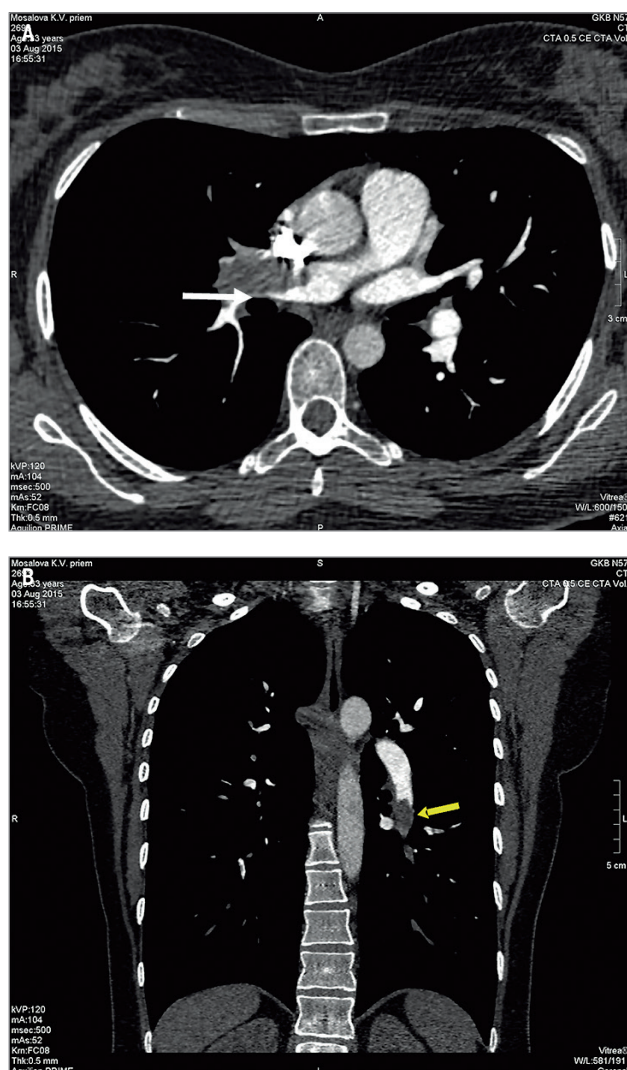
Тромбоэмболия легочной артерии при компьютерной томографической ангиографии: А – тромбоз в правой легочной артерии в виде дефекта наполнения в просвете сосуда, с четким неровным контуром, мягкой тканной плотности (30–50 HU); Б – дефект наполнения внутри правой нижнедолевой артерии (желтая стрелка), слева – полностью контрастируемый просвет левой нижнедолевой легочной артерии (синяя стрелка); В – мультипланарная реформация, позволяющая оценить истинную протяженность тромбоза; полностью обтурированный артериальный сосуд в нижней доле левого легкого (из архива Г.Э. Поливанова)
